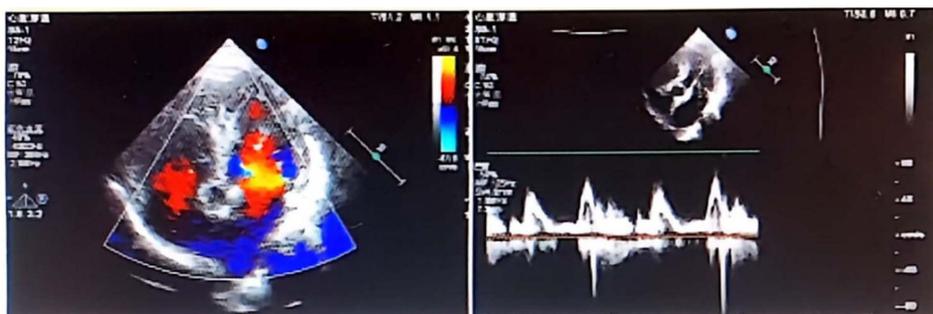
Results of cardiac color Doppler ultrasound
